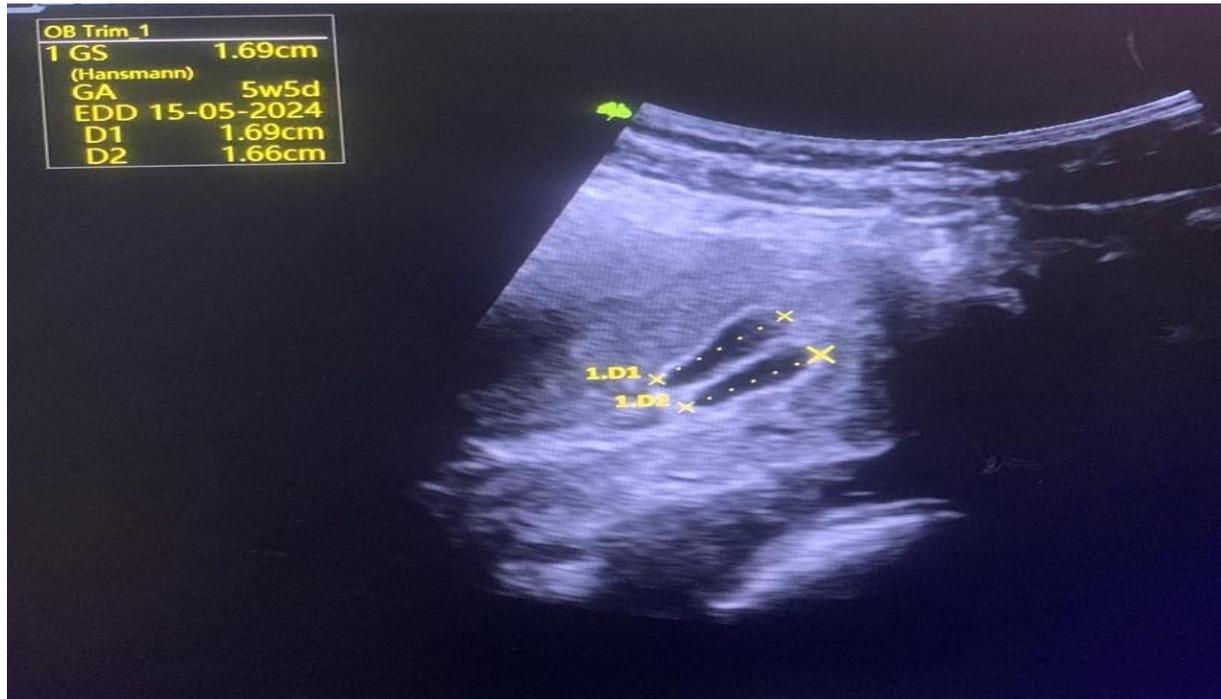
image échographique mettant en évidence deux sacs gestationnels vides en coupe transversale avec une bonne réaction déciduale 16mm chacun
